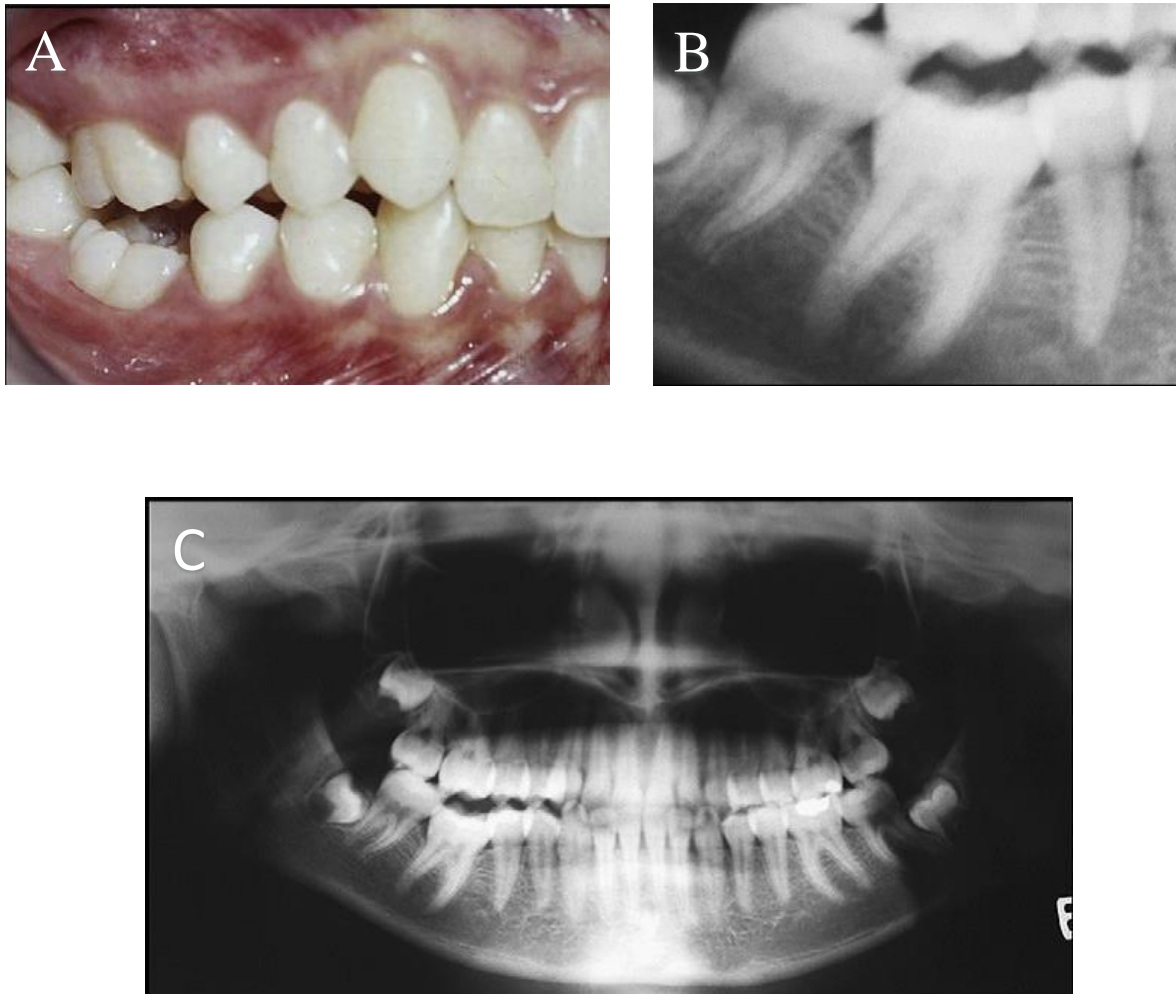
A. Fotografía intraoral de sector lateral con 46 anquilosado. B. radiografía del molar anquilosado. C: Ortopantomografía en la que también se observa anquilosis del 46.
